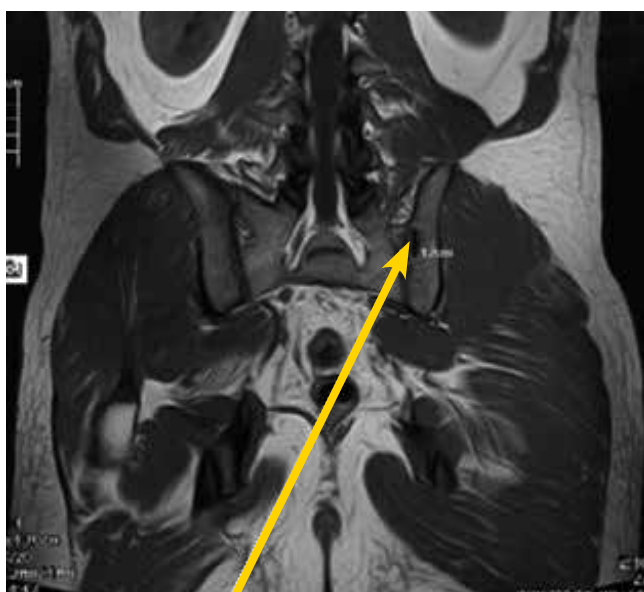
МРТ. Метастаз в подвздошную кость слева. 27.08.2010 г.
